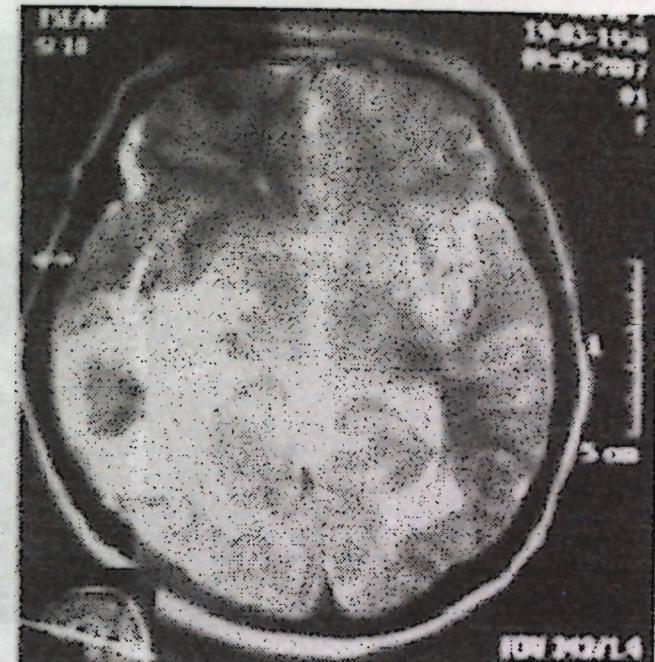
МР томограмма с лобарной гематомой.
